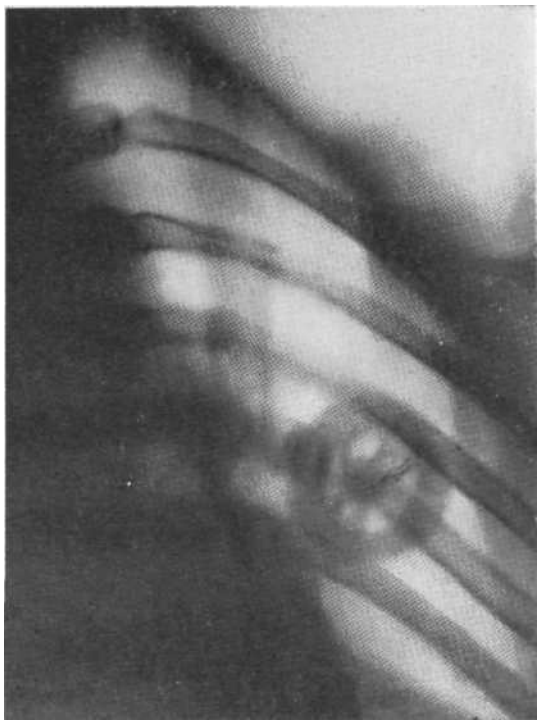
Томограмма в прямой проекции. Туберкулома с секвестром на тяжах. Операция.
